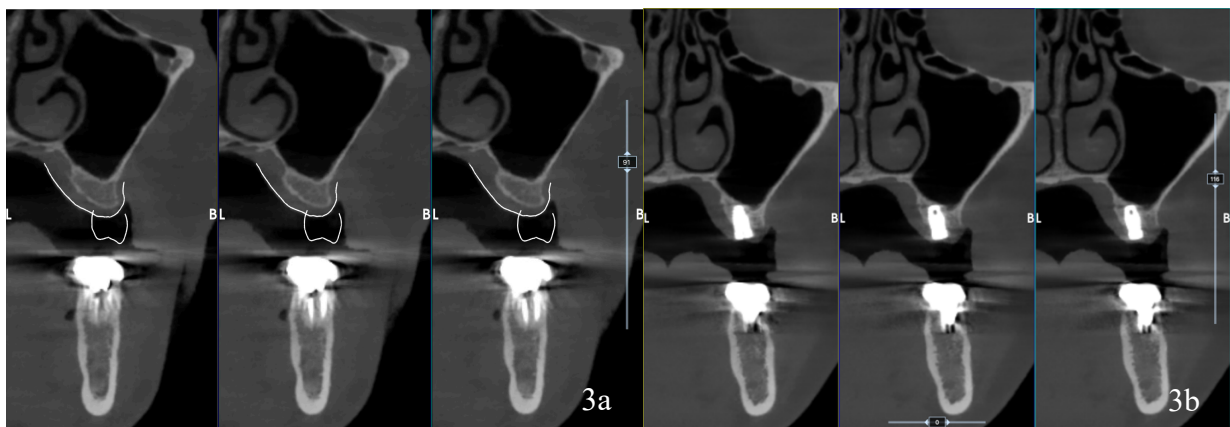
Imágenes CBCT con programa RealGUIDE®
